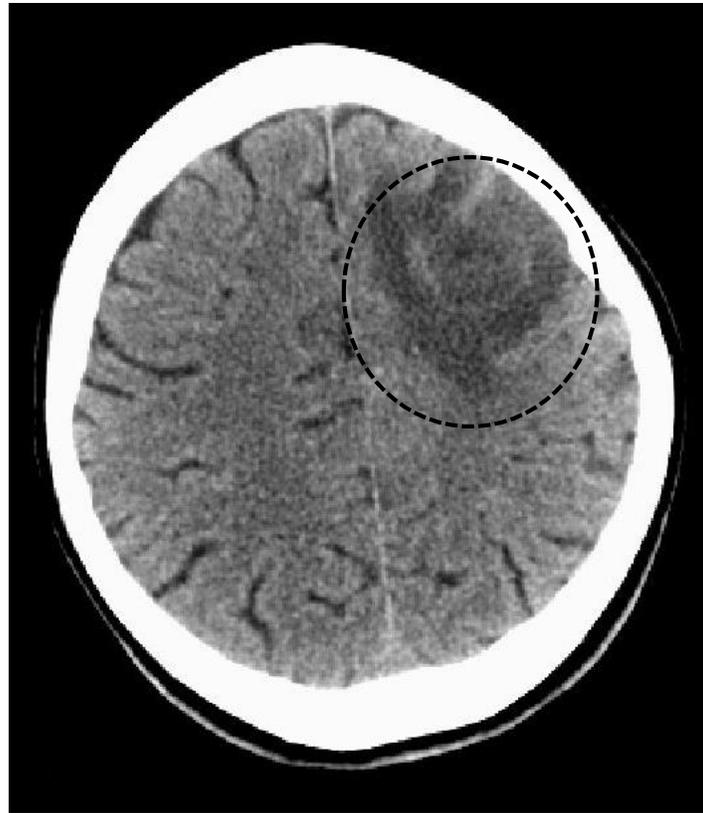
TAC de cráneo inicial, donde se observa una imagen de densidad variable a nivel frontoparietal izquierdo, con centro hipodenso y halo periférico hiperdenso, rodeado por edema perilesional moderado a extenso
